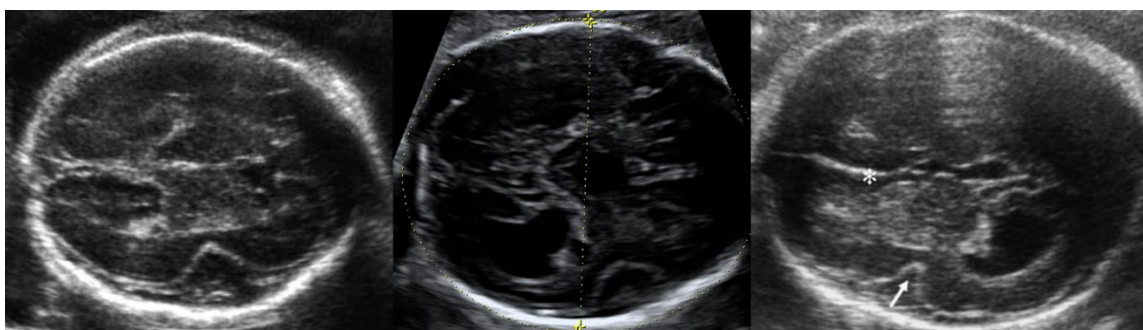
Cortes axiales en ecografía 2D mostrando una cisura de Silvio (CS) anormal. Imagen izquierda semana 25. CS triangular en feto con polimalformación. Centro: Semana 27 con CS redondeada en feto con agenesia de cuerpo calloso y edema cutáneo. Imagen derecha CS triangular a la 28 semana y anomalía de la línea media. Estudio microscópico de la corteza normal. Fuente: Imágenes laterales tomadas de Guibaud et al, 2008. Imagen central de la biblioteca virtual del programa View-Point. C. Gutenberg.
